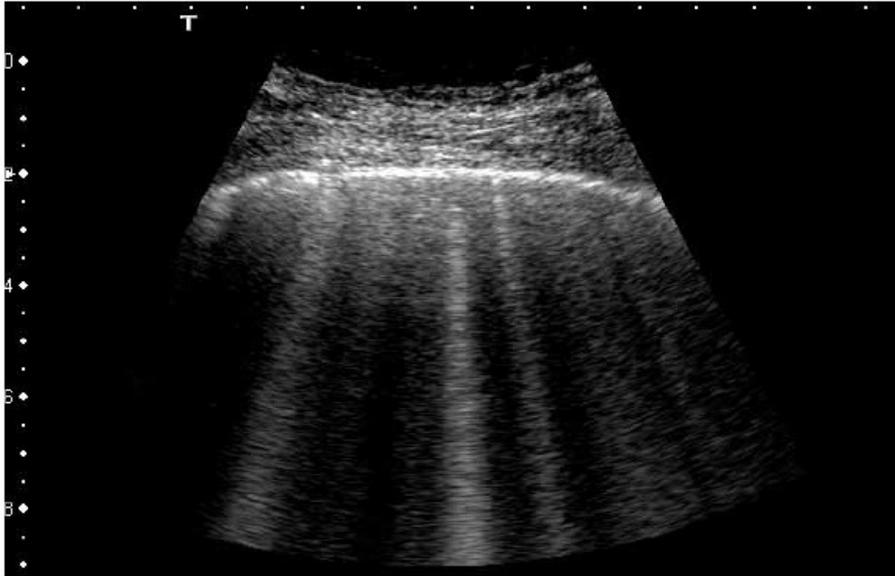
Multiples lignes B dans un poumon affecté par de l'œdème pulmonaire (tiré de Soldati, G., *Sonographic findings in pulmonary diseases*. Radiol Med, 2006. 111(4): p. 511).
